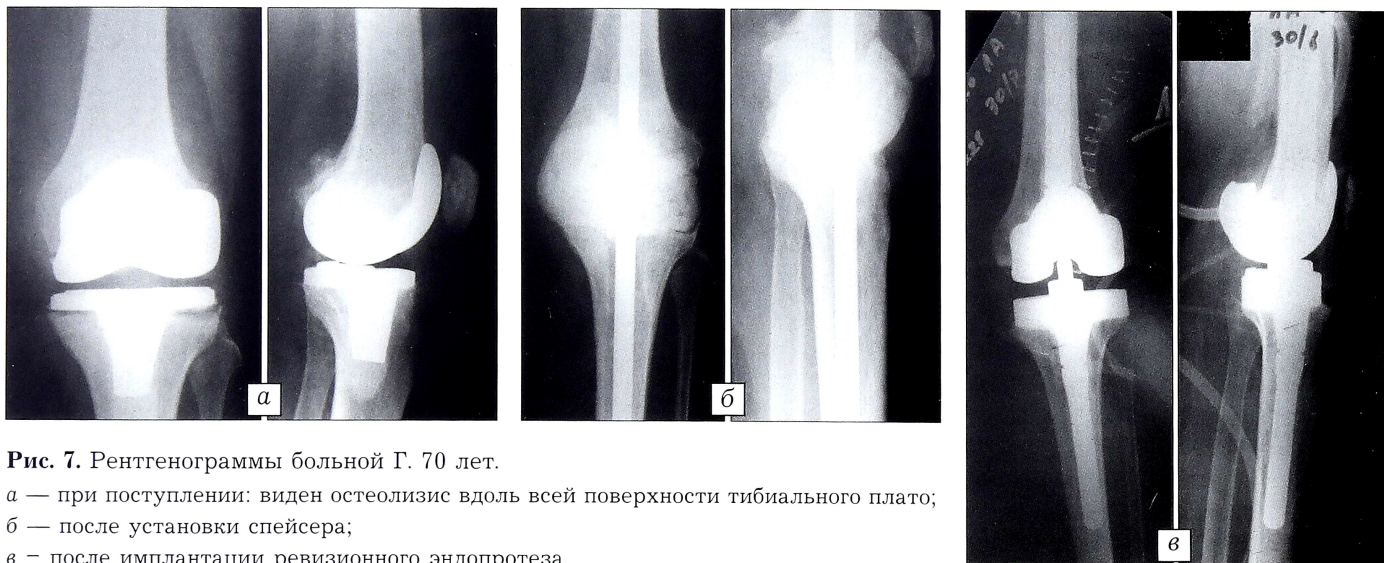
Рентгенограммы больной Г. 70 лет.
